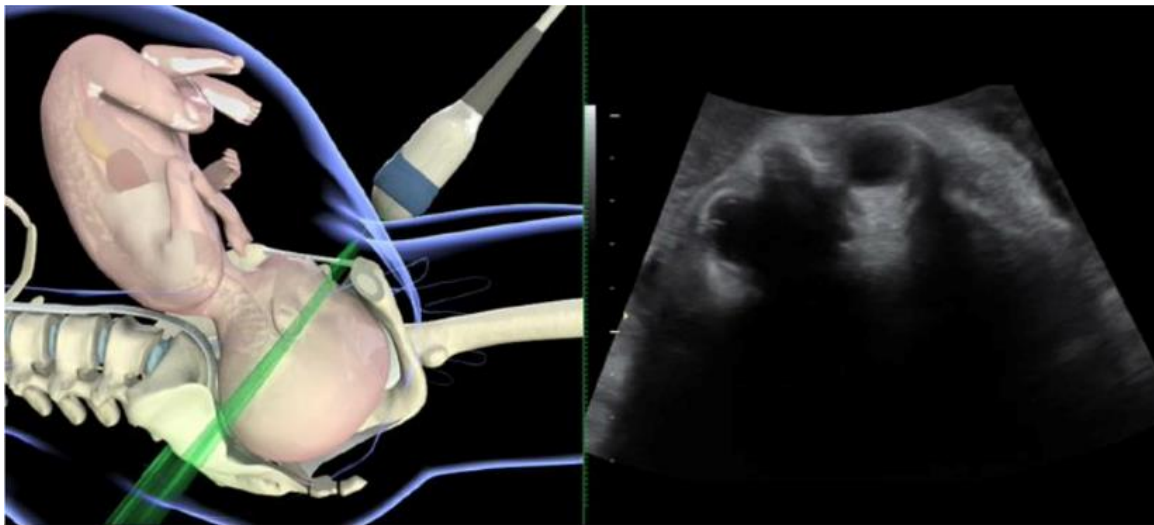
Transabdominale sonographische Darstellung des Feten (Horizontalschnitt) in occiput-posteriorer Position (eine Abdruckgenehmigung wurde eingeholt) [65].
